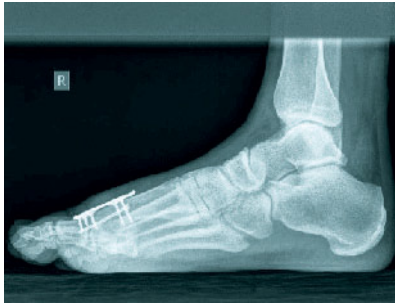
Röntgen seitlich und a.-p. vor Youngswick-Osteotomie
